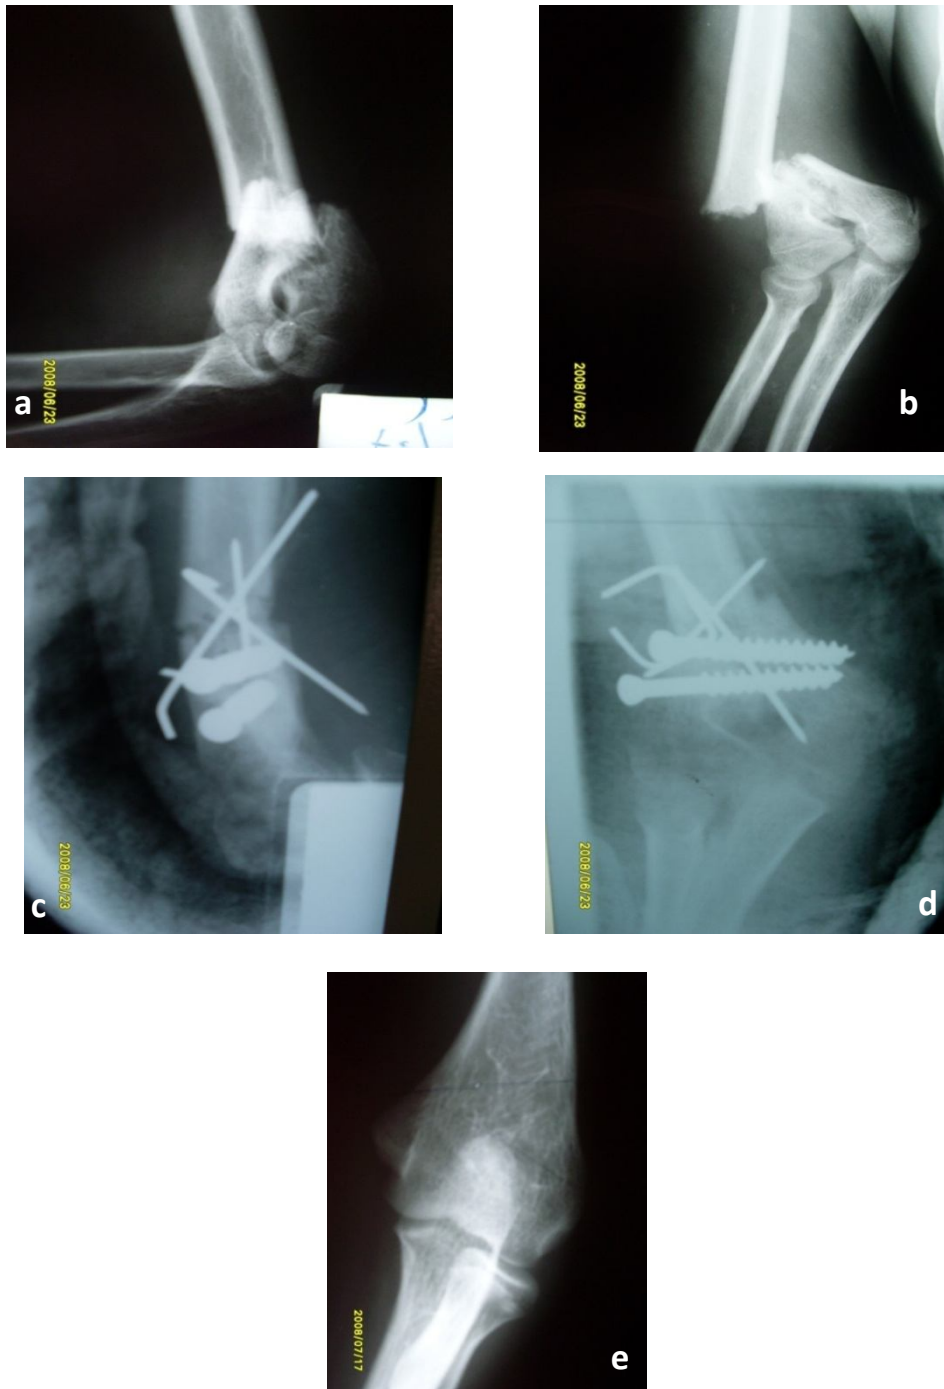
Fractures sus et inter-condylienne simple en T chez un enfant de 14 ans : radiographie de face et de profil préopératoire (a, b) traitée par vissage et embrochage (c, d) avec contrôle postopératoire (e), noter le cubitus varus après 25 mois de recul.
